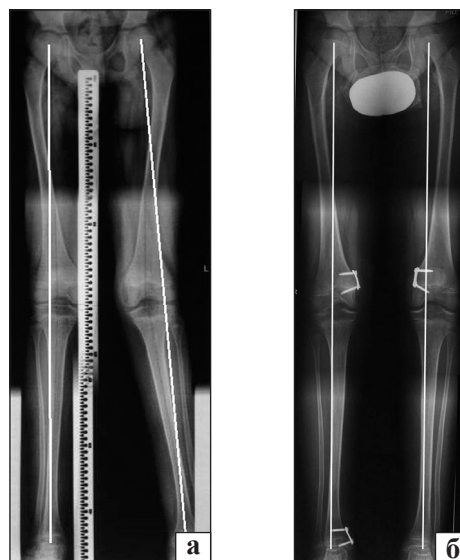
Рентгенограммы пациента К., 9 лет, диагноз: двусторонняя диспластическая вальгусная УЭДКС: до (а) и через 10 мес. после хирургического лечения (б)
